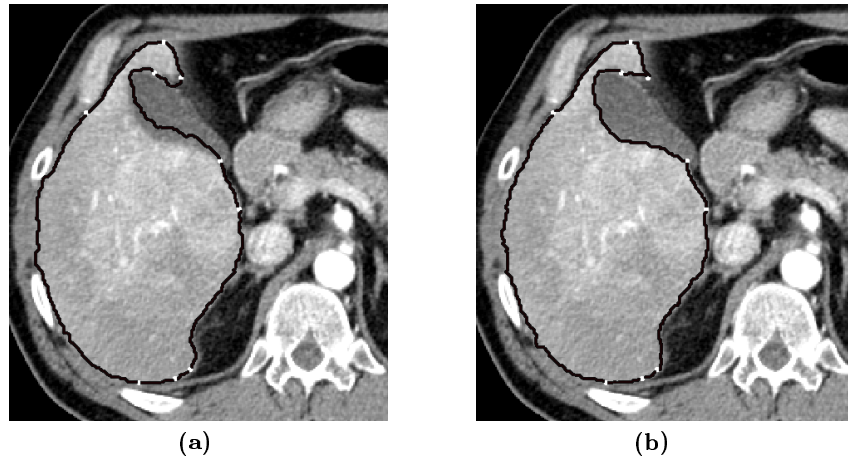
Leber-CT mit segmentiertem Parenchym: a) Bild mit Shape-based interpolierter Kontur und Saatpunkten, die von den beiden umgebenden benutzerdefinierten Schichten approximiert wurden. Größere Abweichungen treten im Bereich der Gallenblase auf (dunkelgrau). b) Kontur nach der vollautomatischen Pfadoptimierung.
